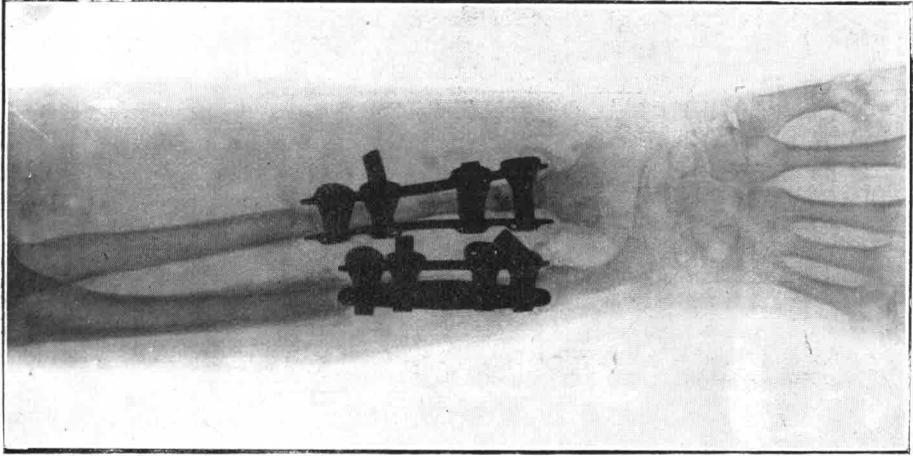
Radiografía No. 8.690
